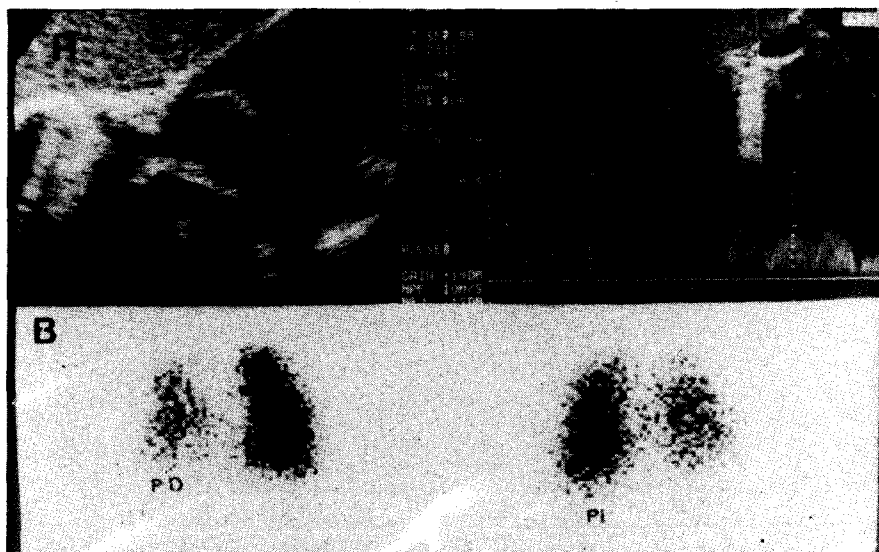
Composición que expone imagen del ecocardiograma bidimensional y registro Dópler a nivel del colector venoso. Obsérvese la turbulencia persistente a ese nivel (arriba). Abajo: imagen en anteroposterior y posteroanterior de un centellograma pulmonar; es evidente la disminución de la perfusión en pulmón derecho (PD) (PI = pulmón izquierdo).
